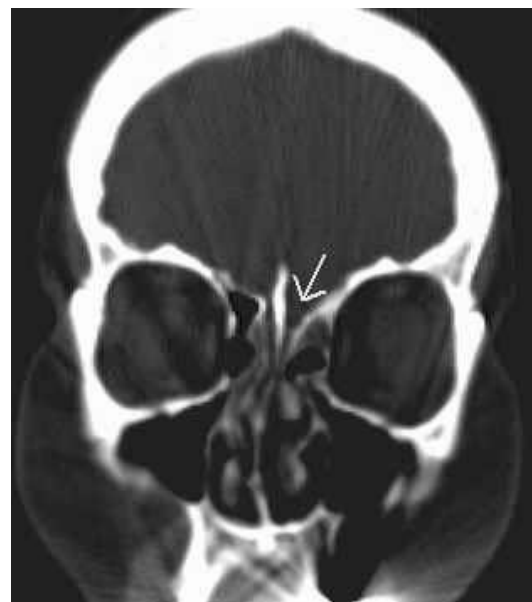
КТ черепа в коронарной проекции.
